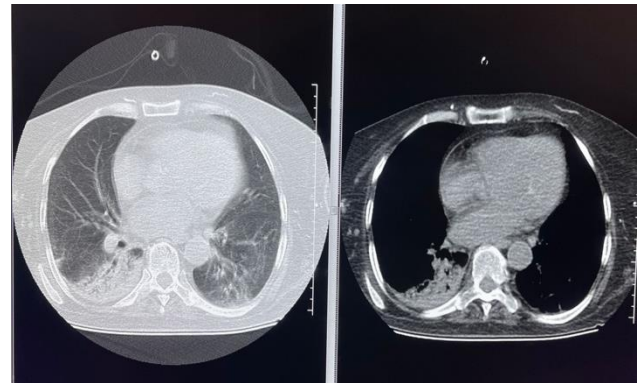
BT'de santrali buzlu cam dansitesinde ters halo görüntüsü izlenmektedir.
